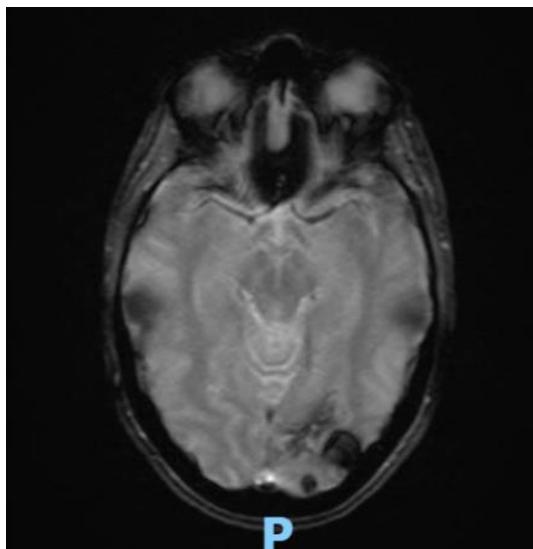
RMN de cerebro al diagnóstico
